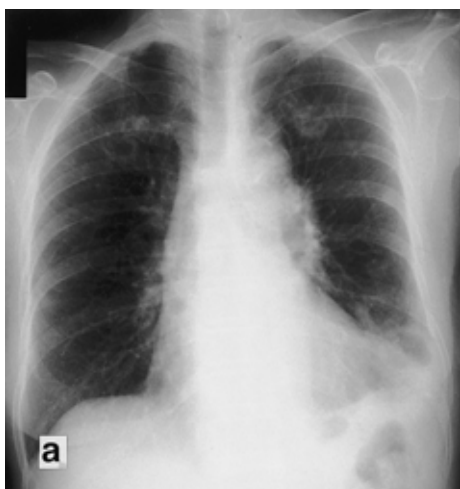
Chest X-ray (a) and CT (b) on first admission shows cavitary infiltrative shadows in both upper lobes and the left lower lobe.
